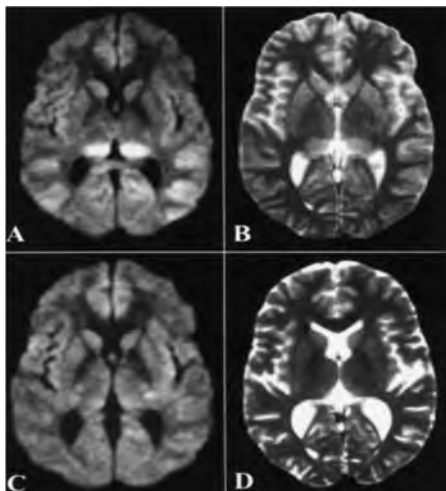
Anomalie IRM d'un cas d'encéphalite à *B. henselae* [85].
